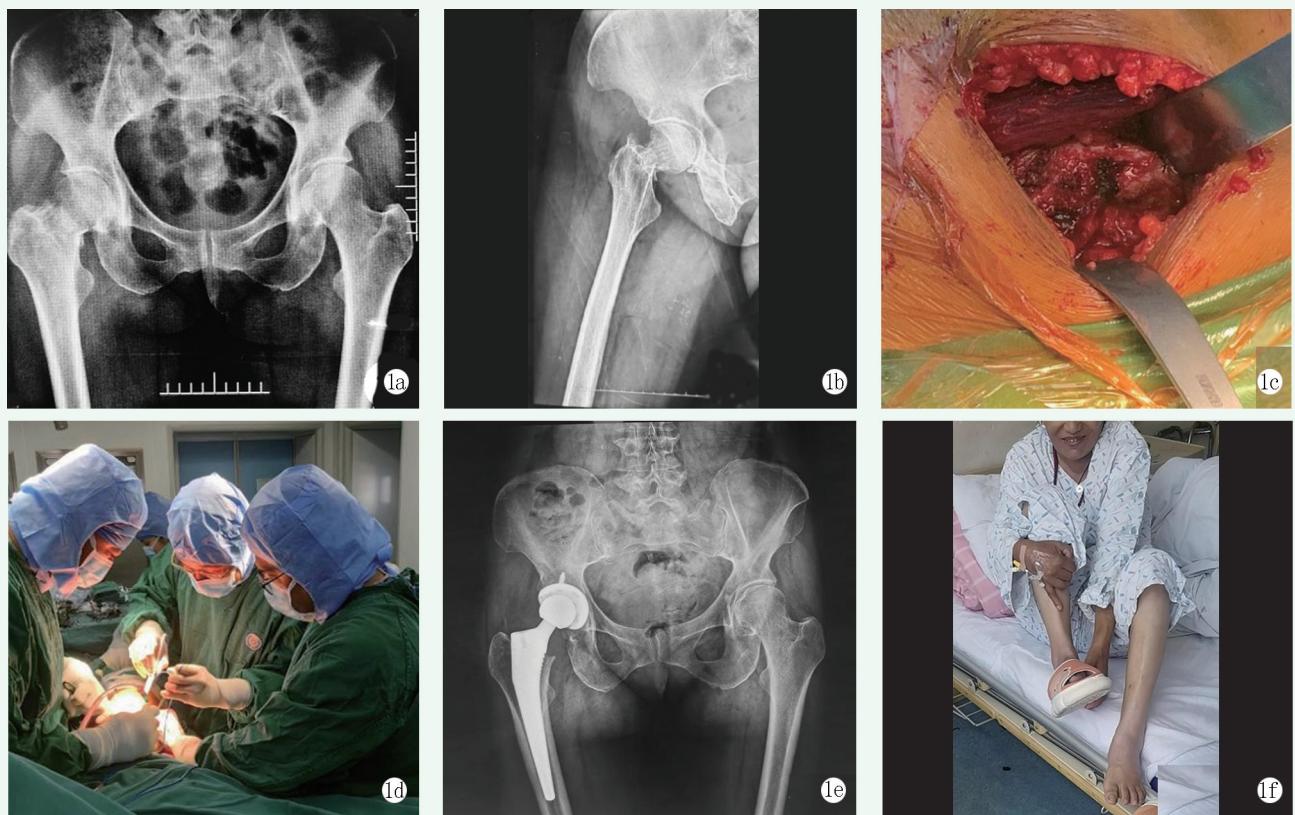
患者女性，56岁，右股骨颈骨折。1a, 1b: 术前X线片示右股骨颈骨折；1c: 术中显露股骨颈截骨端；1d: 术中术者及助手在操作；1e: 术后X线片示假体位置良好；1f: 术后第4 d患者能够自己穿鞋。
